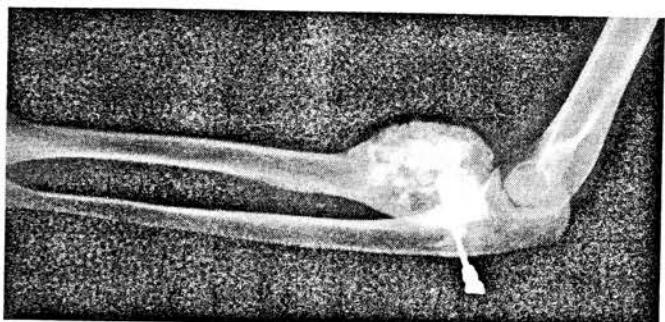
Контрастная рентгенограмма больного И. 12 лет, давность заболевания 1 мес. Неравномерное контрастирование очага деструкции.
